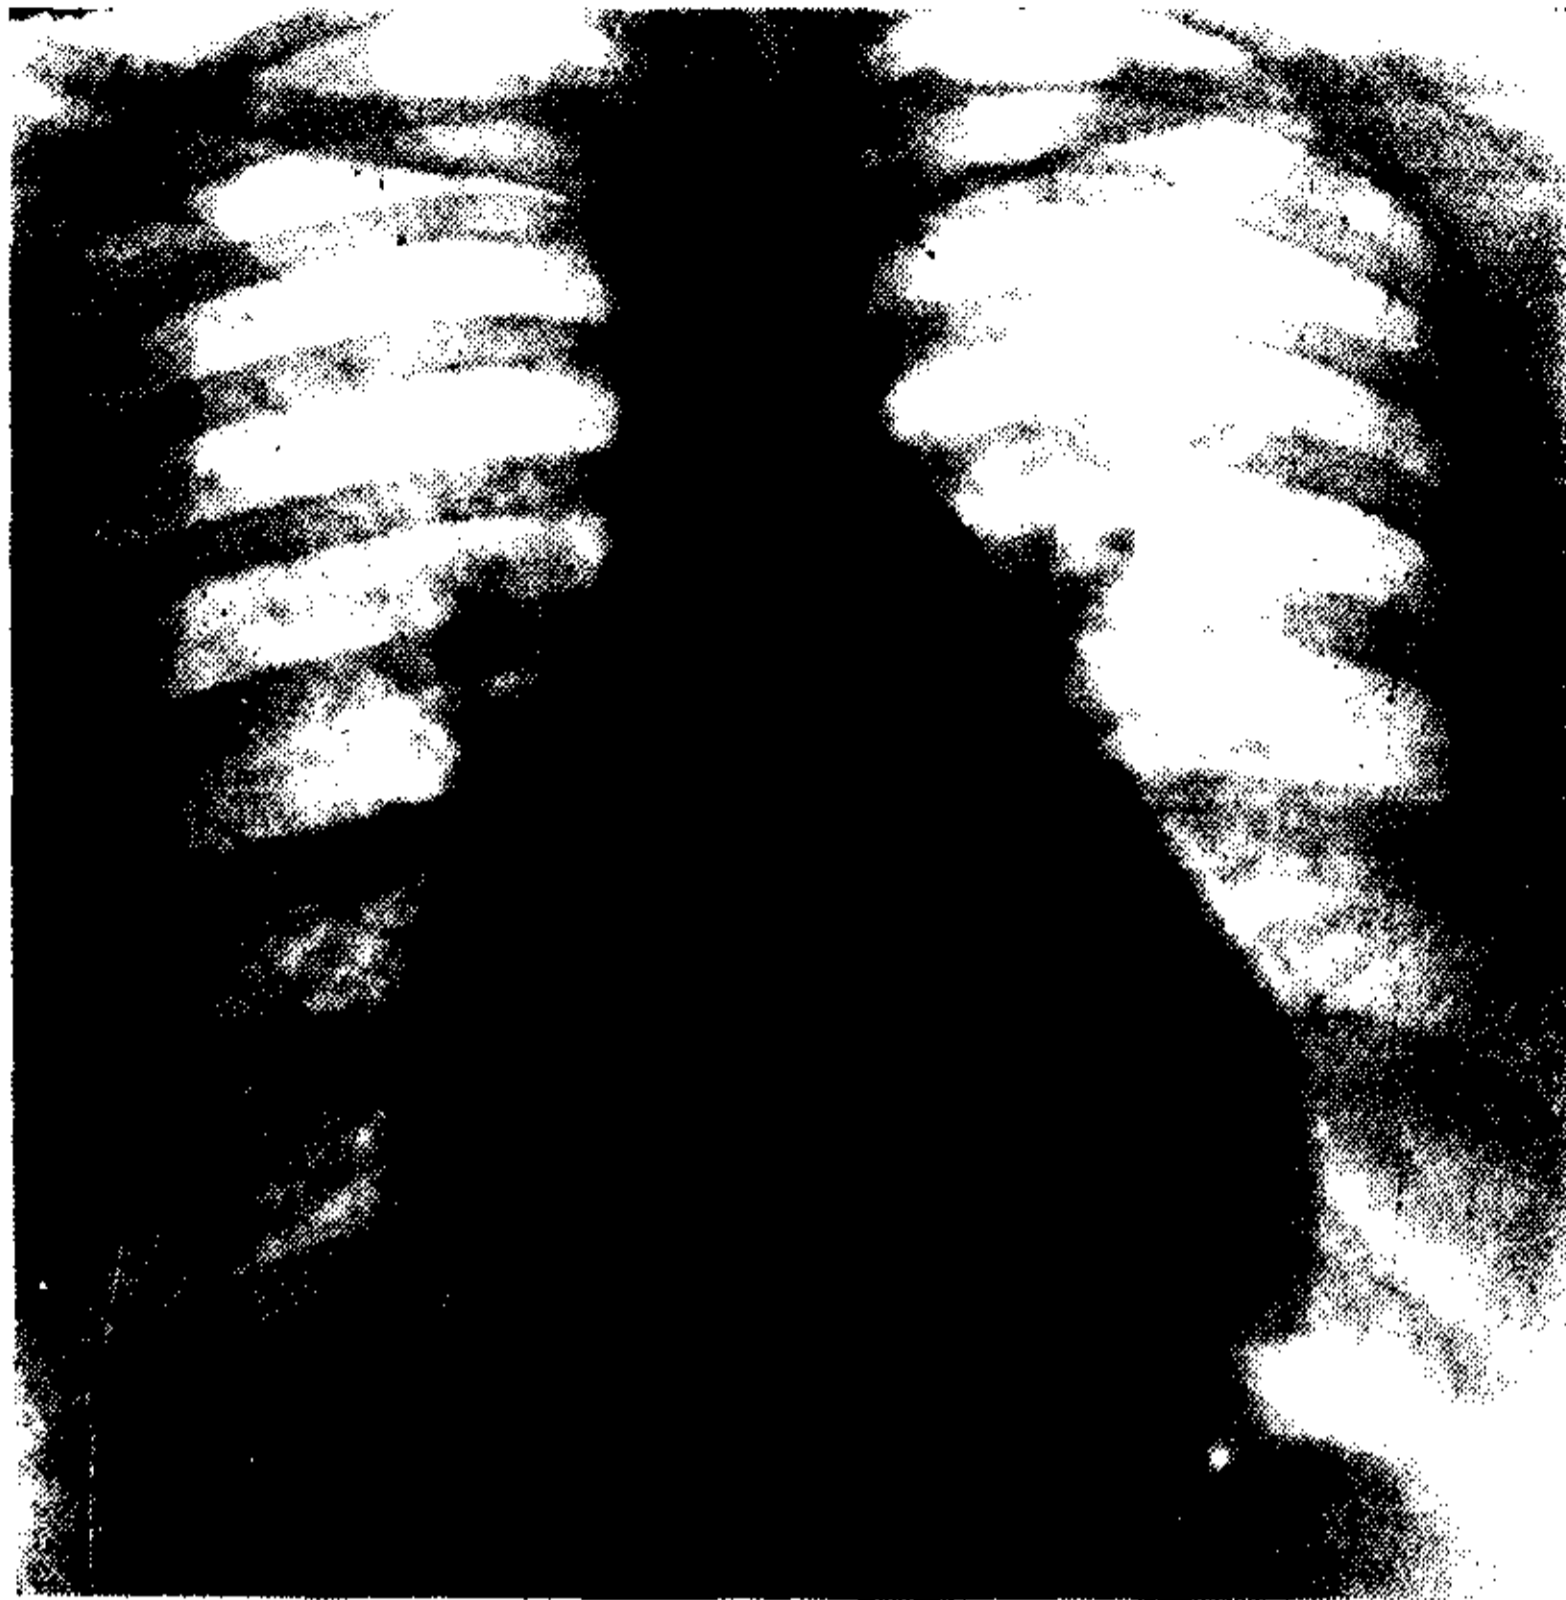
(Ob. 1). Telerradiografía en posición frontal. Marcada saliencia del arco de la pulmonar por falta del botón aórtico a la izquierda, el cual se encuentra a la derecha, por debajo de la articulación esternoclavicular.
